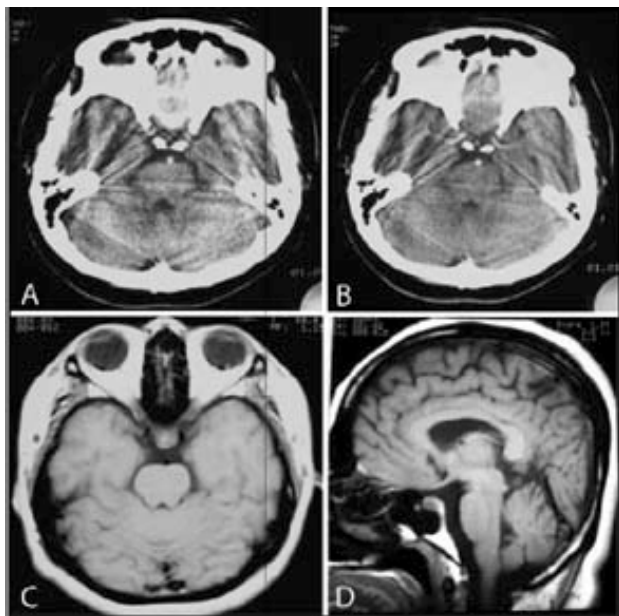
Tomografía de 1990 en fase simple. B. Tomografía de 1990 en fase contrastada. Nótese que las dimensiones de la silla turca y su contenido son normales. C. RMN de 1990 en corte axial. D. RMN de 1990 en corte sagital. Se corrobora la normalidad de la silla turca y su contenido.
